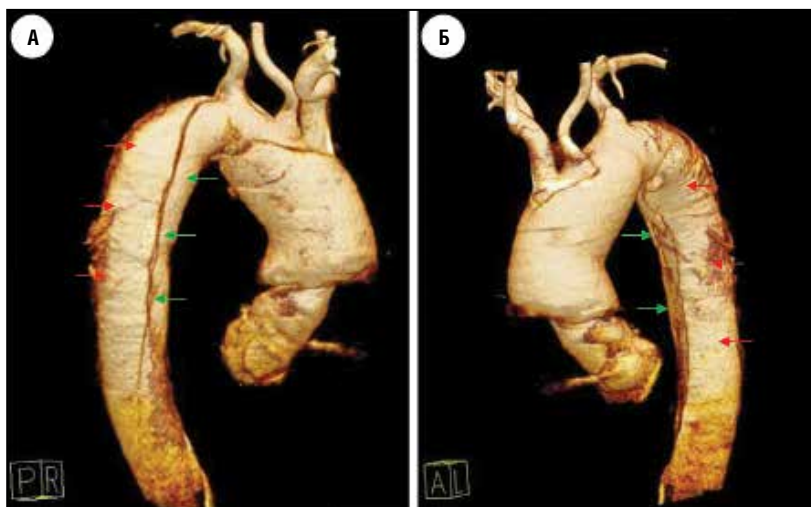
(а, б). Исходные изображения при МСКТ (4D-реконструкция) у пациента с расслоением аорты 1 типа по Де Беки. По данным исследования выявлена аневризма восходящего отдела, дуги, нисходящей аорты с винтообразным расслоением и формированием истинного (зеленая стрелка) и ложного каналов (красная стрелка).
